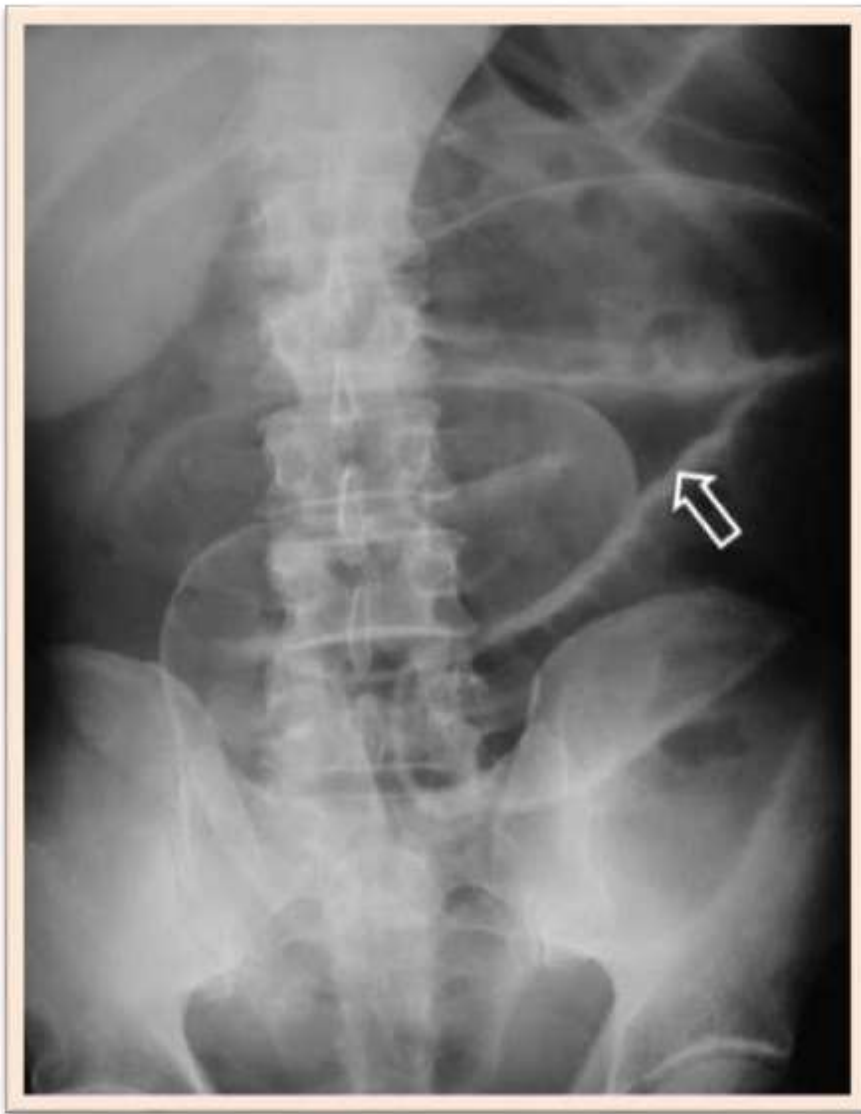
Radiografía Abdomen Ap. Signo del Ligamento falciforme*
